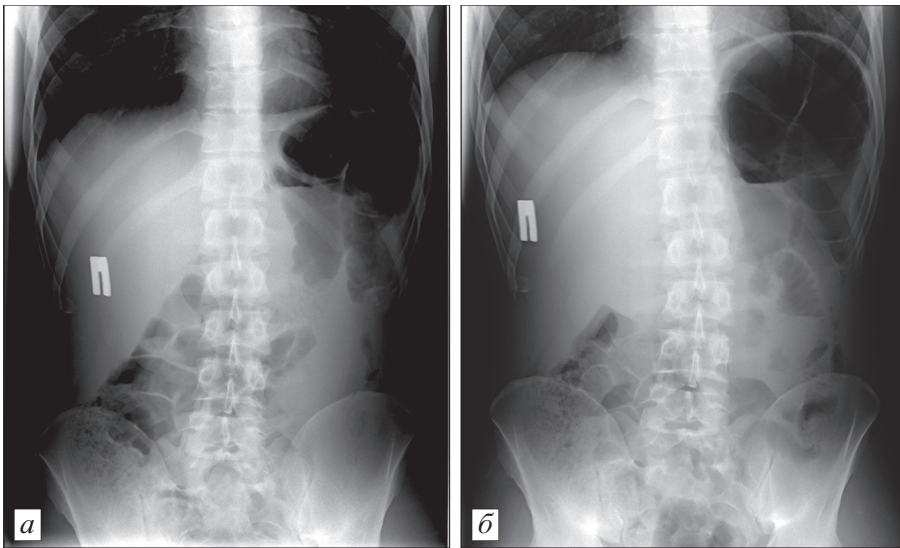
Рентгенограммы брюшной полости больного И., 23 года, с подозрением на перфорацию полого органа.
